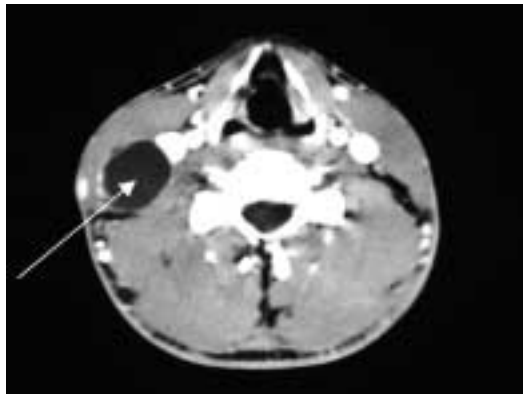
Zystische Formation latero-zervikal rechts von 3 × 4 × 6 cm mit glatten Ränder (Pfeil) im KM-CT-Bild.
